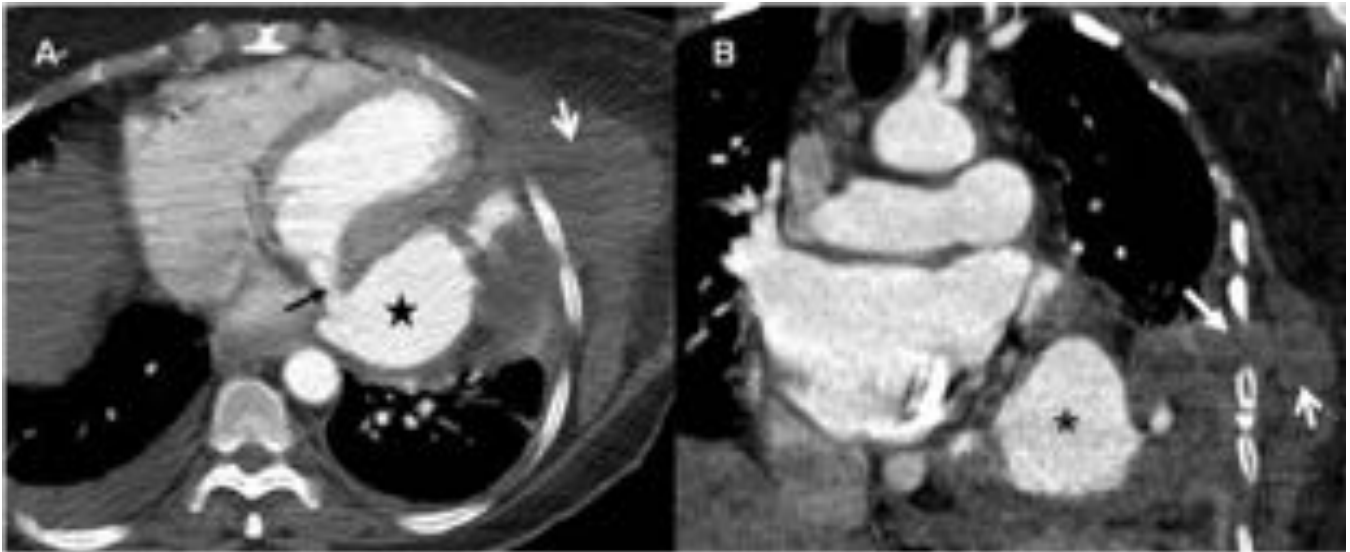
HEMOPERICARDIO POSTQUIRÚRGICO - TC torácica con contraste en fase arterial. A) Corte axial: Imagen de adición adyacente al VI (estrella negra) con defecto en la pared miocárdica a la altura del surco A-V (flecha negra), y que corresponde a un pseudoaneurisma del VI. B) Reconstrucción coronal: Dicho pseudoaneurisma (asterisco) avanza lateralmente hacia la pared torácica sobrepasando el espacio intercostal (flecha blanca) con hematoma de partes blandas asociado (flecha blanca abierta).
